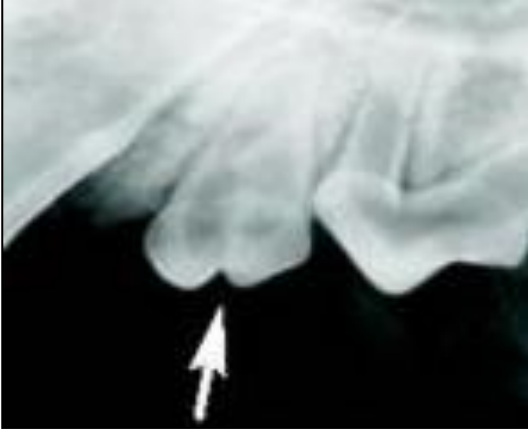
Füzyon dişin periapikal röntgendeki görüntüsü. İki ayrı pulpa varlığı
